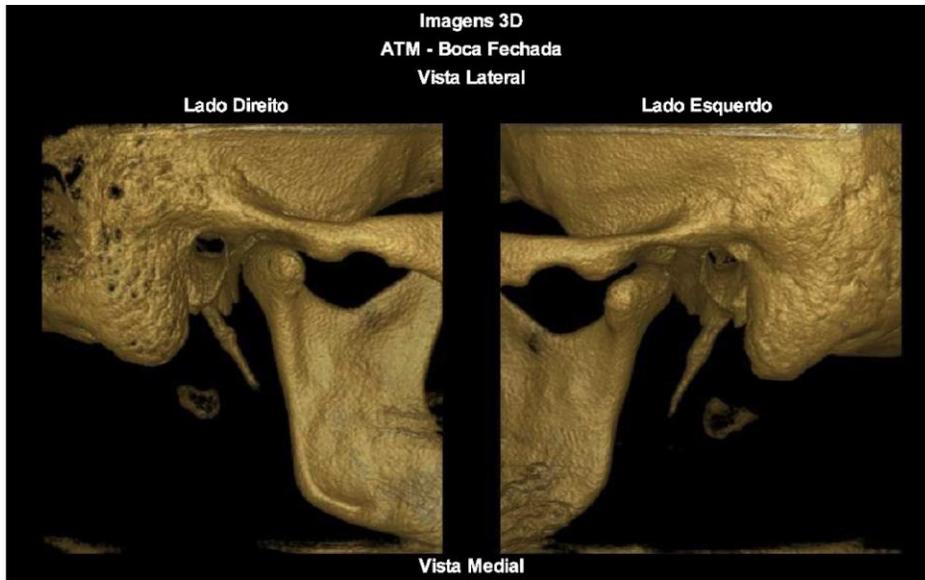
TC das ATMs LD/LE boca fechada. Cabeça da mandíbula LE posicionada fora da fossa mandibular
